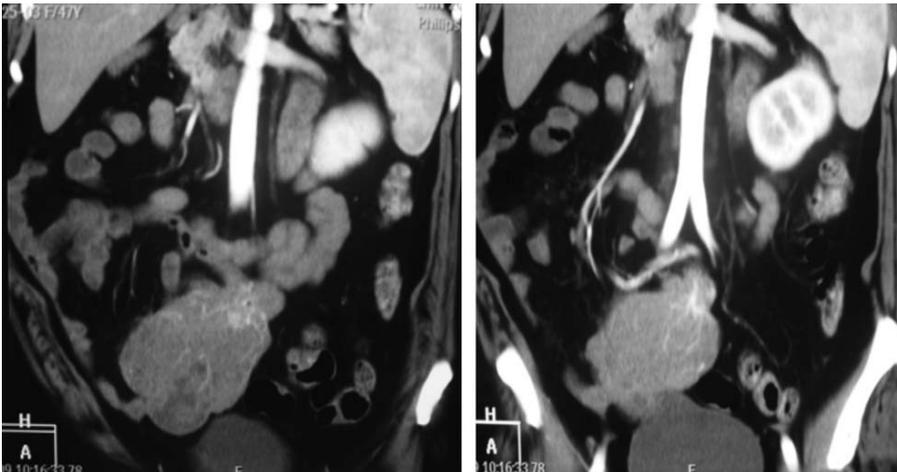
Imágenes de TAC con reconstrucciones coronales en donde se logra definir con mayor precisión la lesión antes descrita, así mismo se aprecia fuga del medio de contraste IV a través de una rama de la arteria mesentérica superior.
